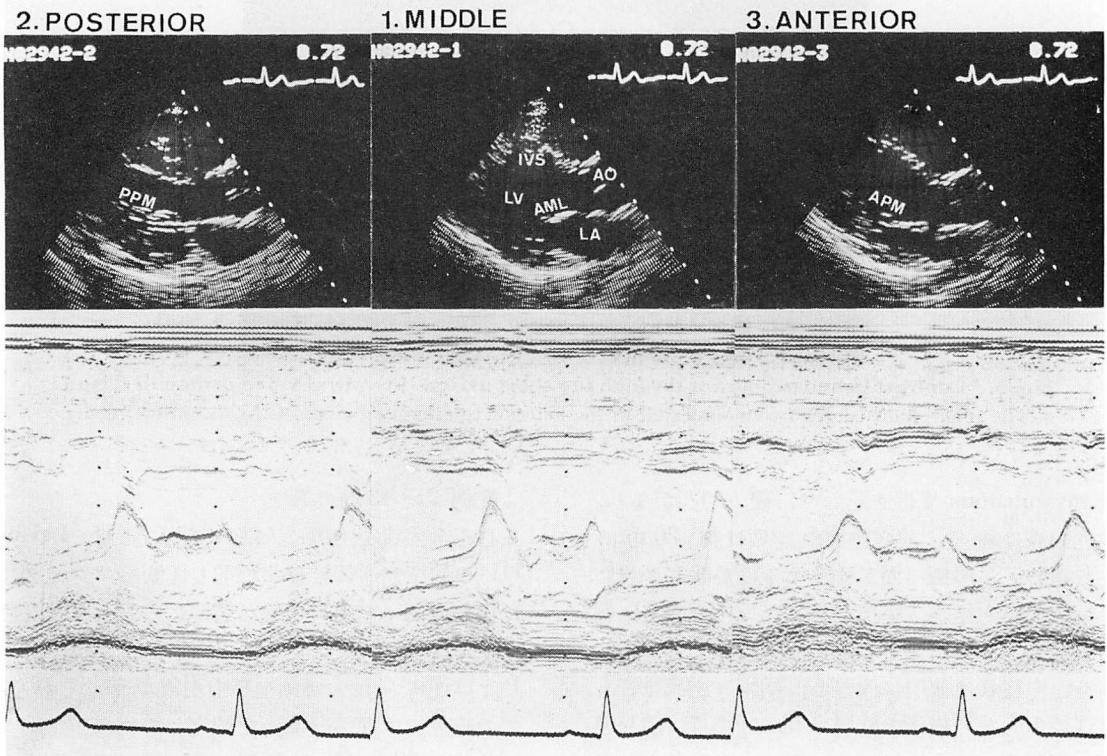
Cross-sectional echocardiograms in Case 2.
